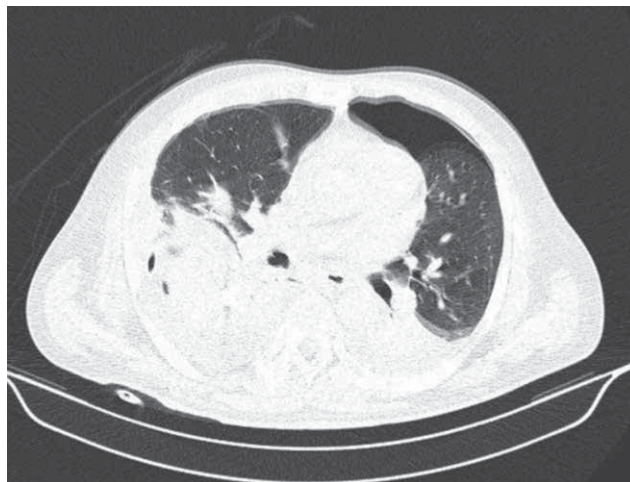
Эмпиема плевры по данным МСКТ органов грудной клетки на 4-е сутки после гастрэктомии
